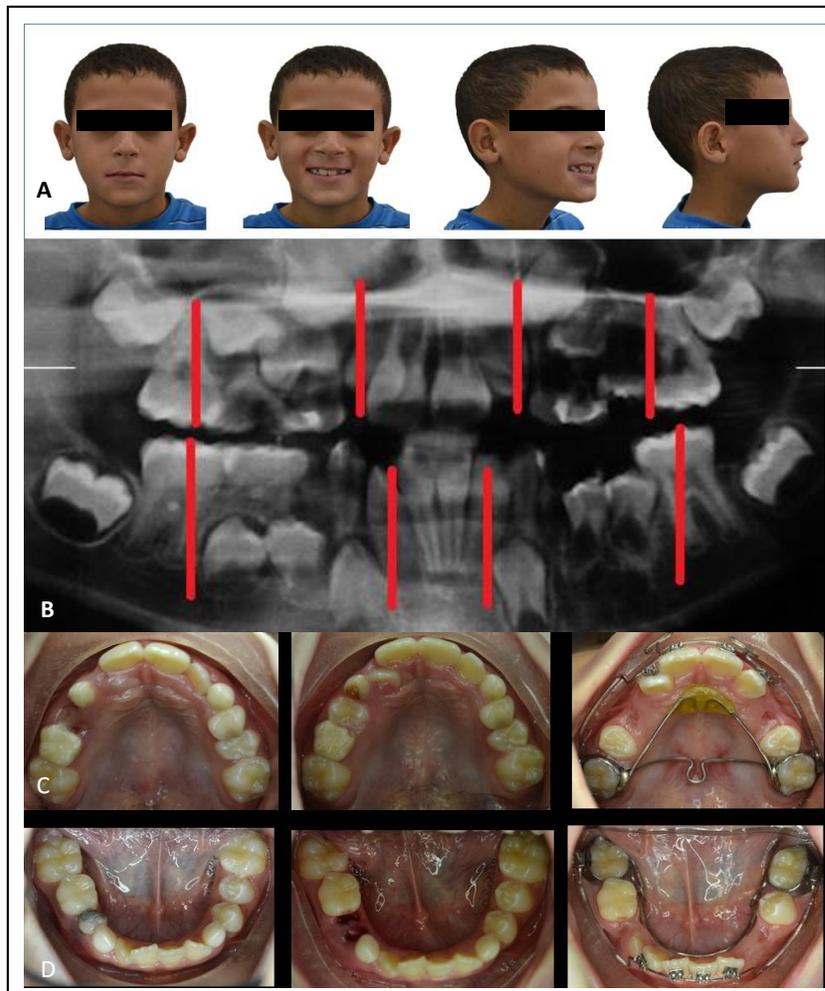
Erupción Guiada Segunda Opción. A. Fotografías Iniciales Extraorales. B. Radiografía Panorámica Inicial. C. Fotografías Intraorales Inicial, intermedia y actual. Fuente: Postgrado de Ortodoncia UC, Res. Dayana Oberto.
